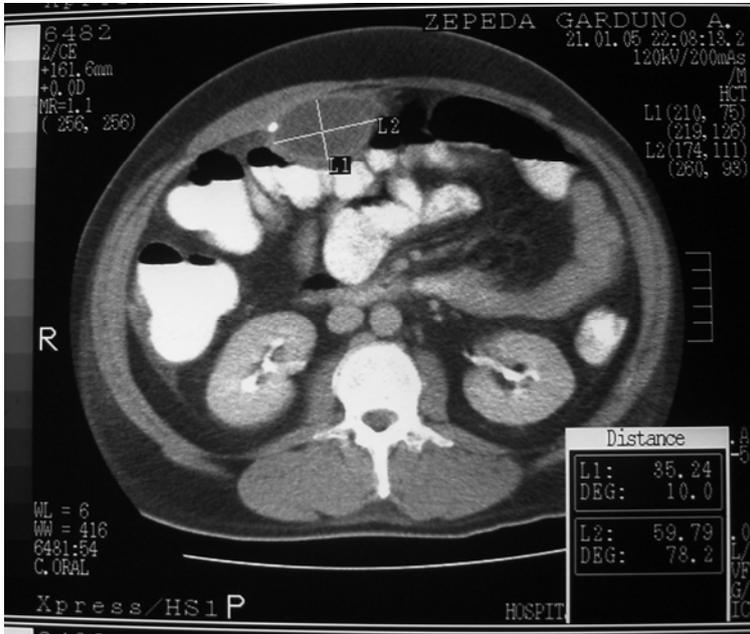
TC abdomen preoperatorio con pseudoquiste abdominal de LCR de 35 x 59 mm con punta de catéter en su interior.
